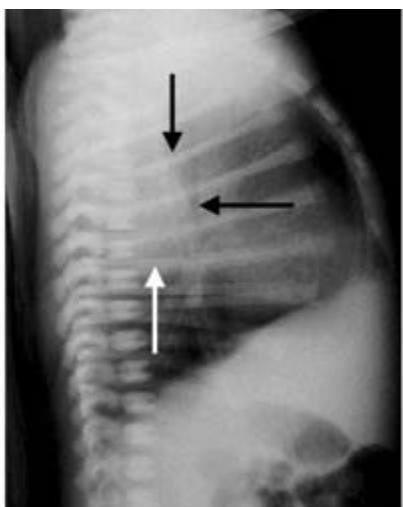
Radiografía lateral de tórax con imagen radio opaca redondeada, hacia mediastino posterior, las flechas señalan el contorno anterior de la lesión.
